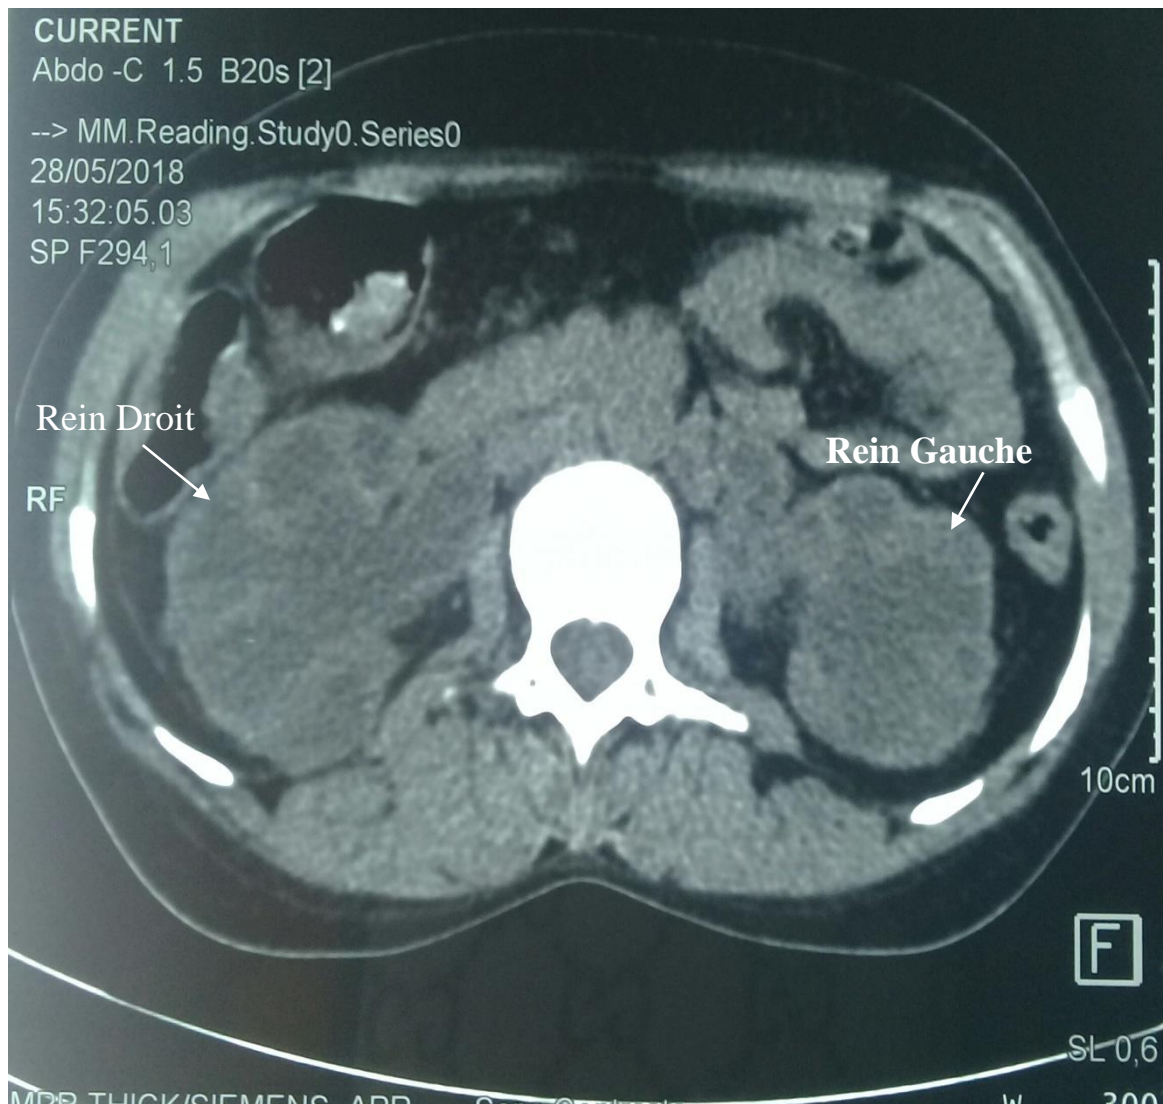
TDM abdomino-pelvienne montrant une hydronéphrose bilatérale (Service d'urologie CHU Pr B.S.S de Kati).
